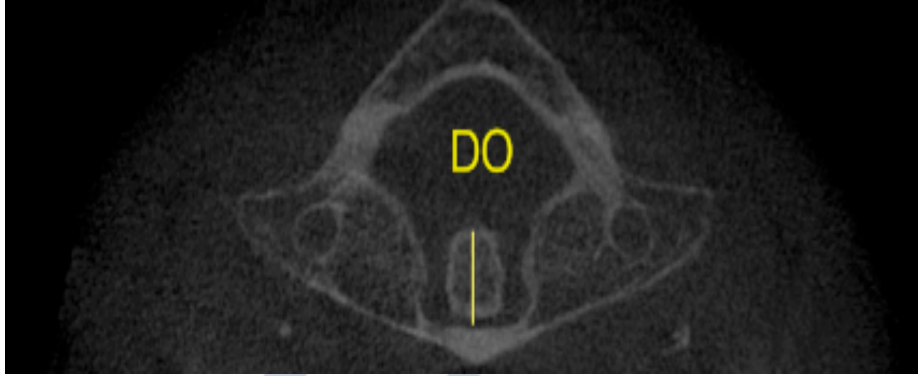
Medición de DO, diámetro mayor de la apófisis odontoides en la segunda vértebra cervical en imagen TC.
